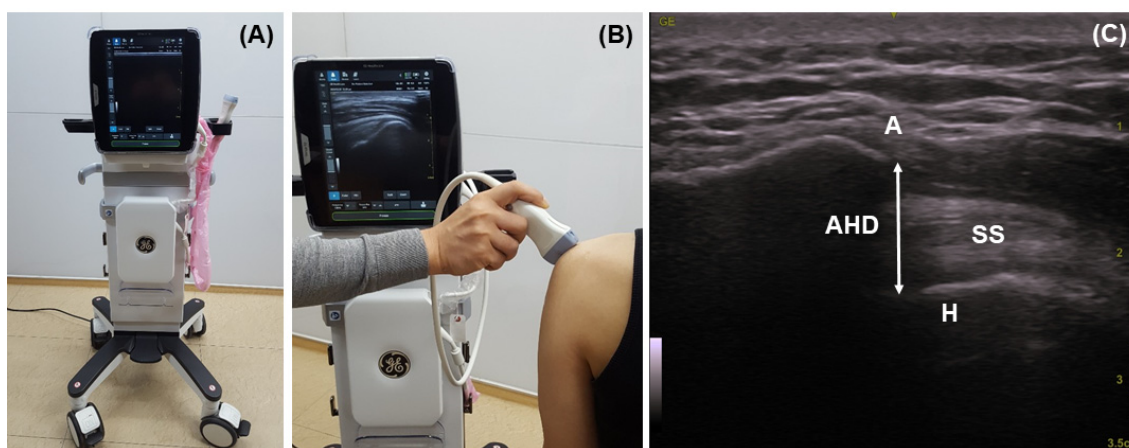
Measurement of subacromial space. (A) Ultrasound (B) Ultrasound probe positioning acromion (C) The line the acromioclavicular distance(AHD) A: acromion; H: humeral; SS: supraspinatus
